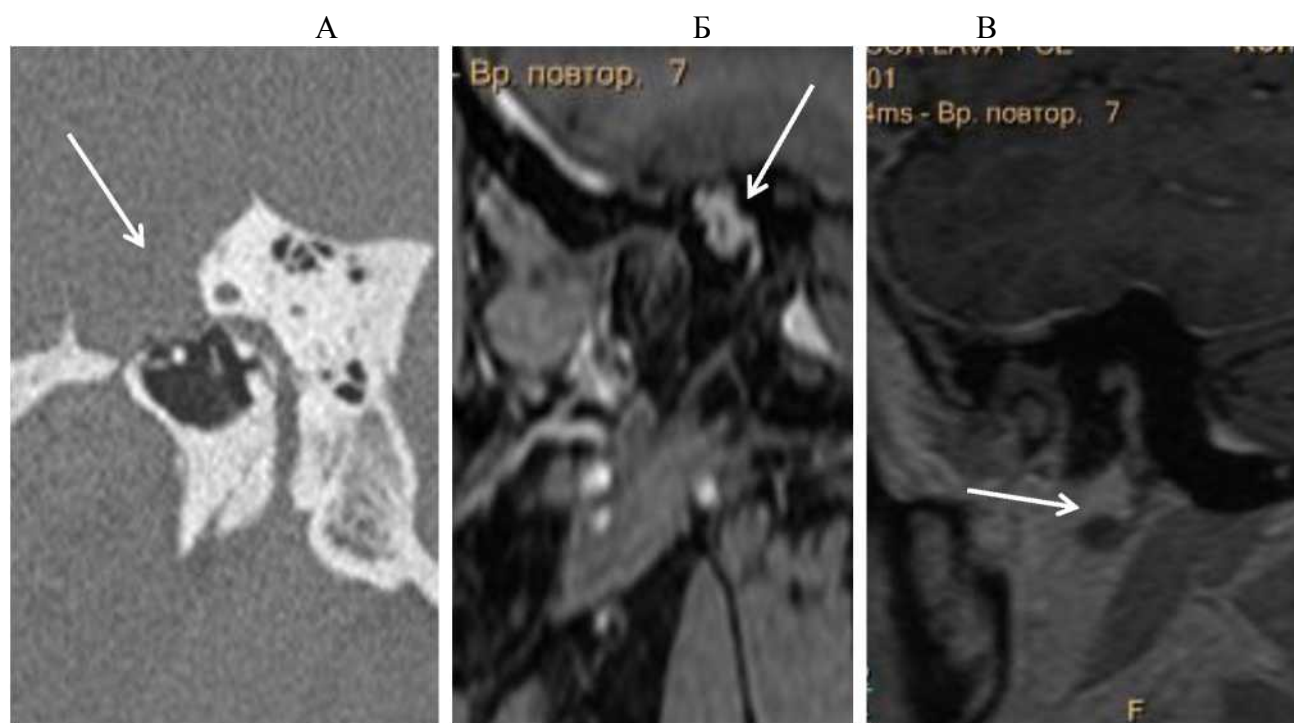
А, Б, В: серия изображений различных пациентов. А – КТ: сагиттальная реконструкция, связь канала лицевого нерва с опухолью (стрелка), Б – МРТ: T1 ВИ после контрастирования с жироподавлением – хорошо видна мастоидальная часть лицевого нерва, накапливающая контрастный препарат и теряющаяся в толще опухоли (стрелка). В – МРТ: T1 ВИ – видно неравномерное расширение лицевого нерва (основной узел опухоли имеет локализацию в толще околоушной слюнной железы, стрелка)
